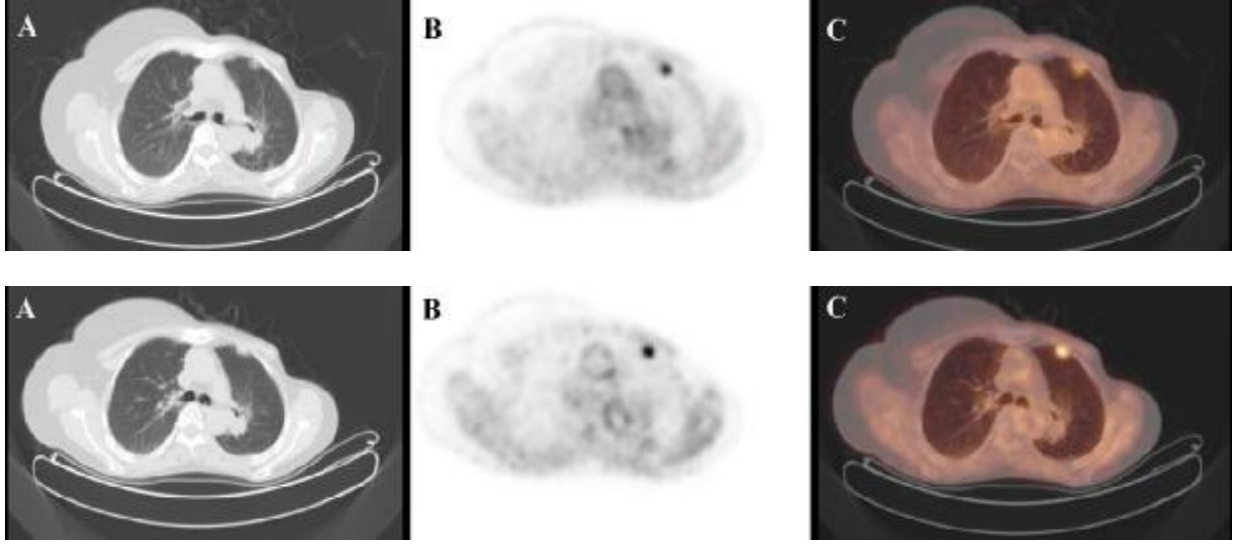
55 yaş kadın hastaya ait PET/BT görüntüleri.
